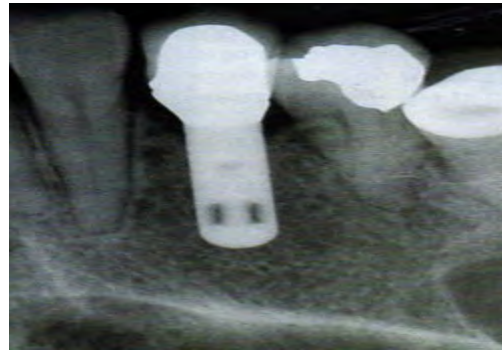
Radiografi e një implanti IMZ
